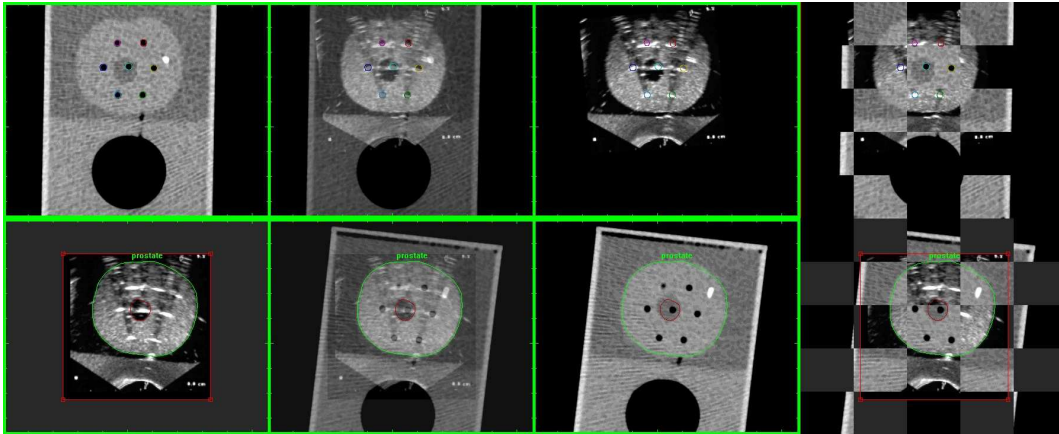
Registrierung eines Phantomdatensatzes mit implantierten Katheter. Von links nach rechts: Ein Schnittbild des Referenzvolumens (oben: CT, unten U/S), der entsprechende Schnitt durch den fusionierten Datensatz (Gewichtungsfaktor des Blendings: 0.5), analog die entsprechende Darstellung des Modellbildes und fusioniertes Schnittbild in Schachbrettdarstellung. Die Segmentierung der Katheter (obere Darstellungen) wurde im Referenzvolumen (CT) durchgeführt und durch Überlagerung im Modellbild (U/S) dargestellt. Die Segmentierung der Prostata und Urethra (untere Darstellungen) wurde dahingegen im Ultraschallvolumen ermittelt und durch Überlagerung im CT Datensatz dargestellt.
